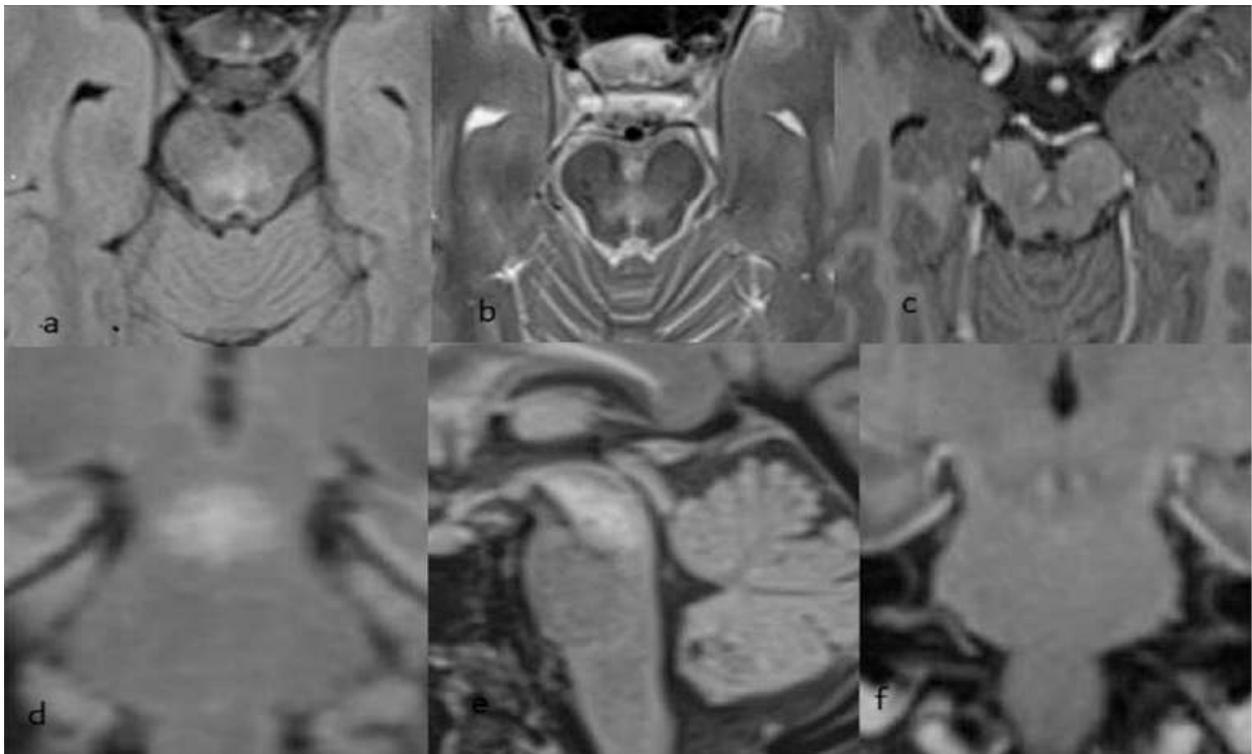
(a) FLAIR axial, (b) IRM axiale T2, (d) FLAIR coronale et (e) FLAIR sagittale montrant un hypersignal tegmental bilatéral du mésencéphale, rehaussé sur les séquences axiale (c) et coronale (f) T1 + gadolinium lors d'un examen IRM de contrôle à 2 mois (c). chez une patiente diagnostiquée MOGAD , avec Ac anti MOG positifs dans le sang [15]
